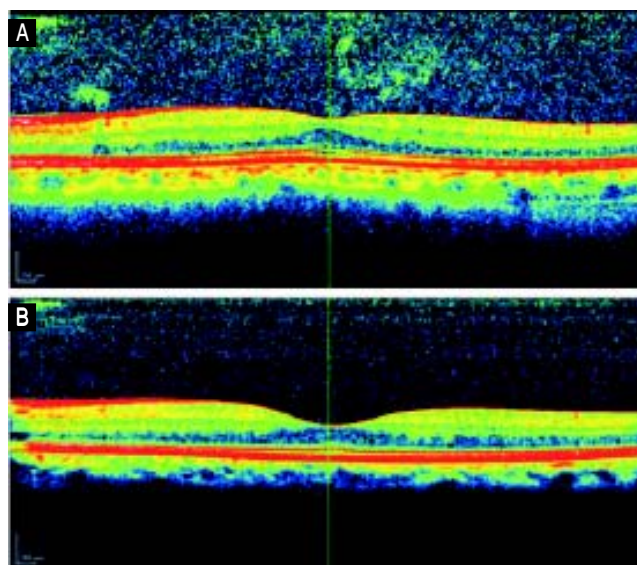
Tomografía de coherencia óptica de un paciente con retinopatía (A) y de otro sin retinopatía (B). Las escalas (vertical y horizontal) corresponden a  $200 \mu\text{m}$ . Las líneas verticales representan el cursor para tomar las medidas del espesor de la fovea. Nótese el incremento en el espesor central de la fovea del paciente con retinopatía.
